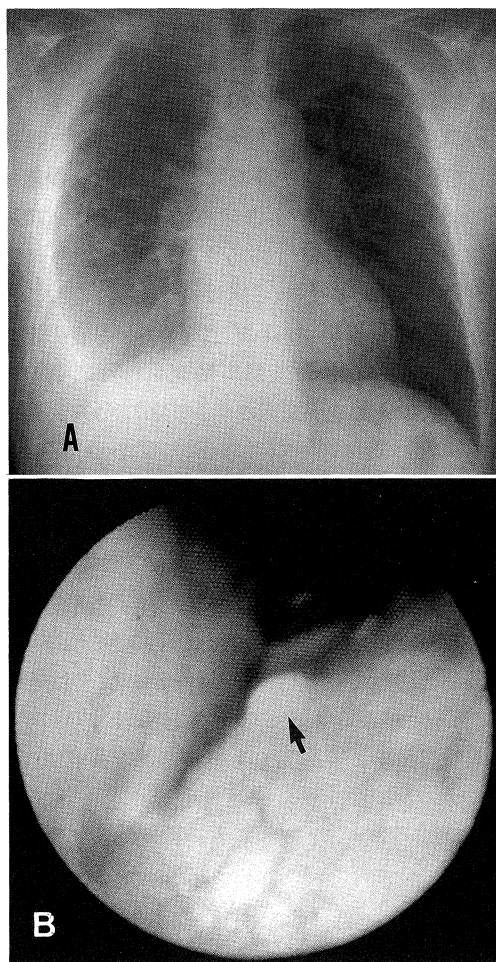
A chest X-ray shows right pleural effusion and granular shadows in the bilateral upper lung field (A). Thoracoscopic findings show a small white nodule on the parietal pleura (B).
